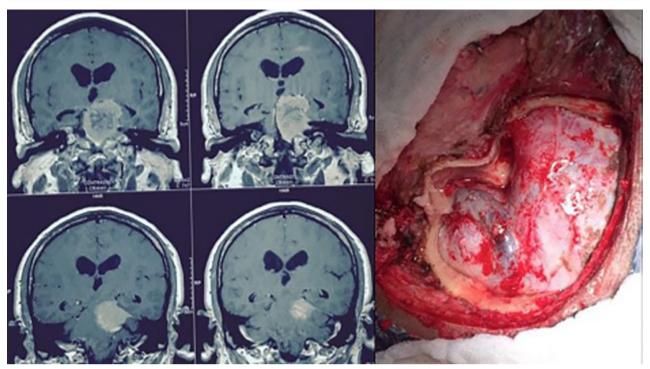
RM coronal con gadolinio que muestra tumor con componente en la fosa posterior y en la fosa media. Caso ideal para el abordaje petroso, también conocido como petrosectomía posterior o abordaje presigmoideo supra/infratentorial (izquierda). Visualización del abordaje antes de abrir la duramadre (izquierda).
